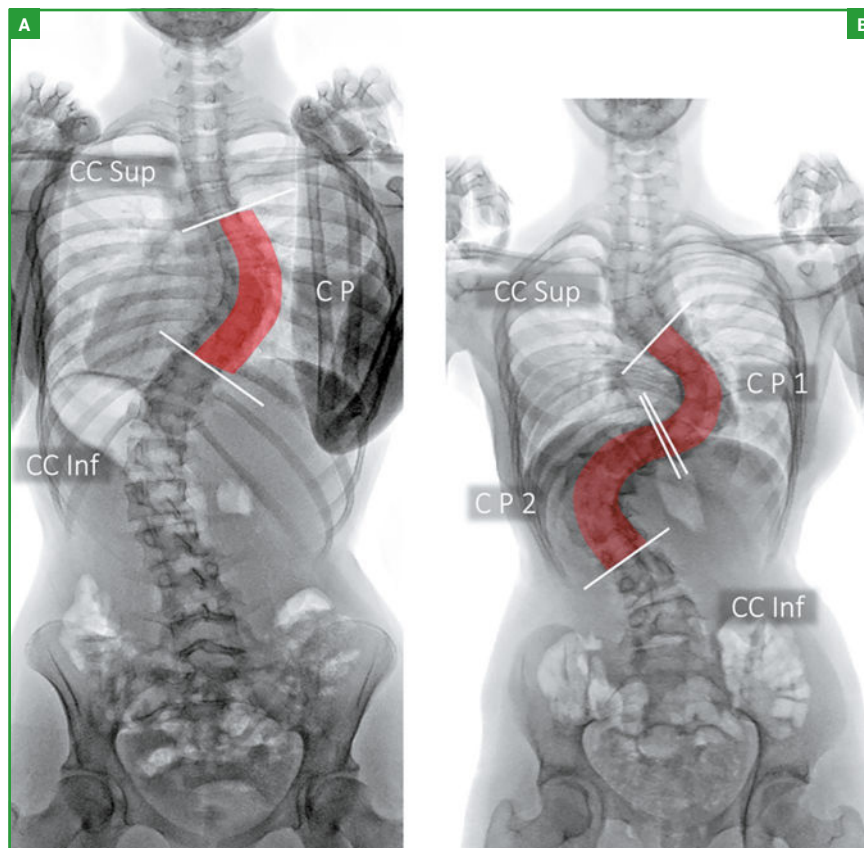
Radiographie de rachis vue de face. A : scoliose avec courbure principale (CP) thoracique droite, avec contre-courbure supérieure (CC Sup) thoracique gauche et contre-courbure inférieure (CC Inf) thoraco-lombaire gauche. B : Scoliose double majeure (CP1 et CP2) avec contre-courbure supérieure (CC Sup) thoracique gauche et contre-courbure inférieure (CC Inf) lombaire droite.
